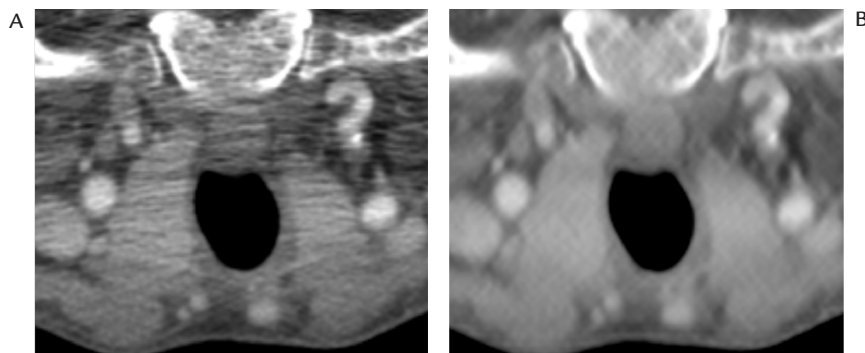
Filtrado del ruido y de artefactos direccionales: A. Corte original de una imagen TAC donde se pueden observar los artefactos direccionales (estrías). B. Imagen filtrada.
